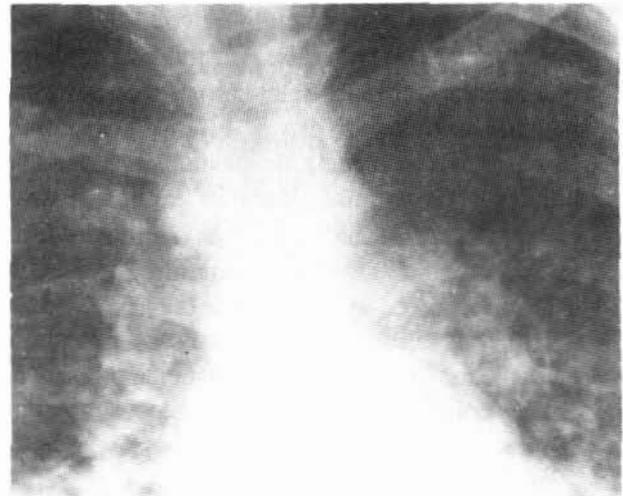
RADIOGRAFIA DE TORAX POSTEROANTERIOR. Un infiltrado difuso intersticial se nota en la radiografía, el cual predomina en las regiones pulmonares inferiores, y tiene un aspecto miliar.
